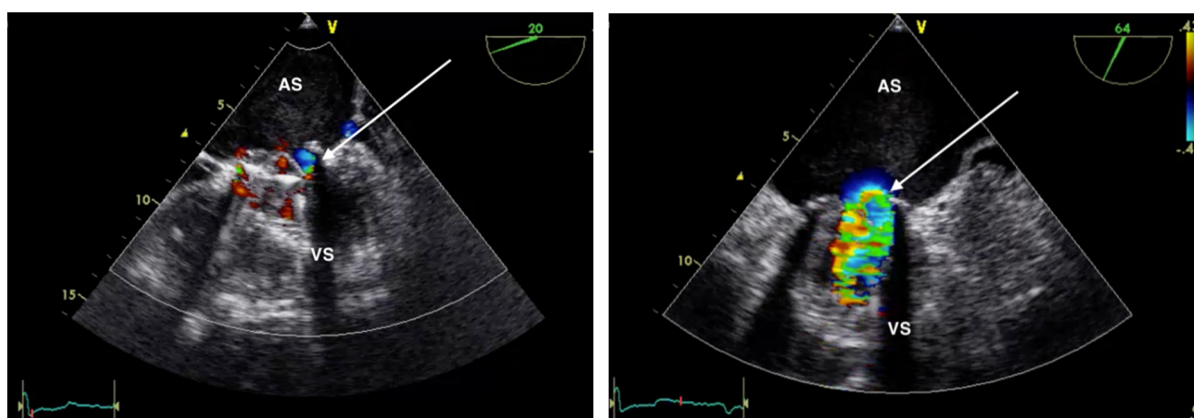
ETE la pacientul din fig. 3.4.5., cu proteză mecanică mitrală: în imaginea din stânga se observă deschiderea unui singur disc al protezei (săgeata); în imaginea din dreapta Doppler color se observă fluxul sanguin care trece doar prin fanta deschisă a protezei, extrem de turbulent. Se certifică colmatarea (blocarea unui disc al protezei mecanice mitrale). AS – atriu stâng, VS – ventricul stâng.
